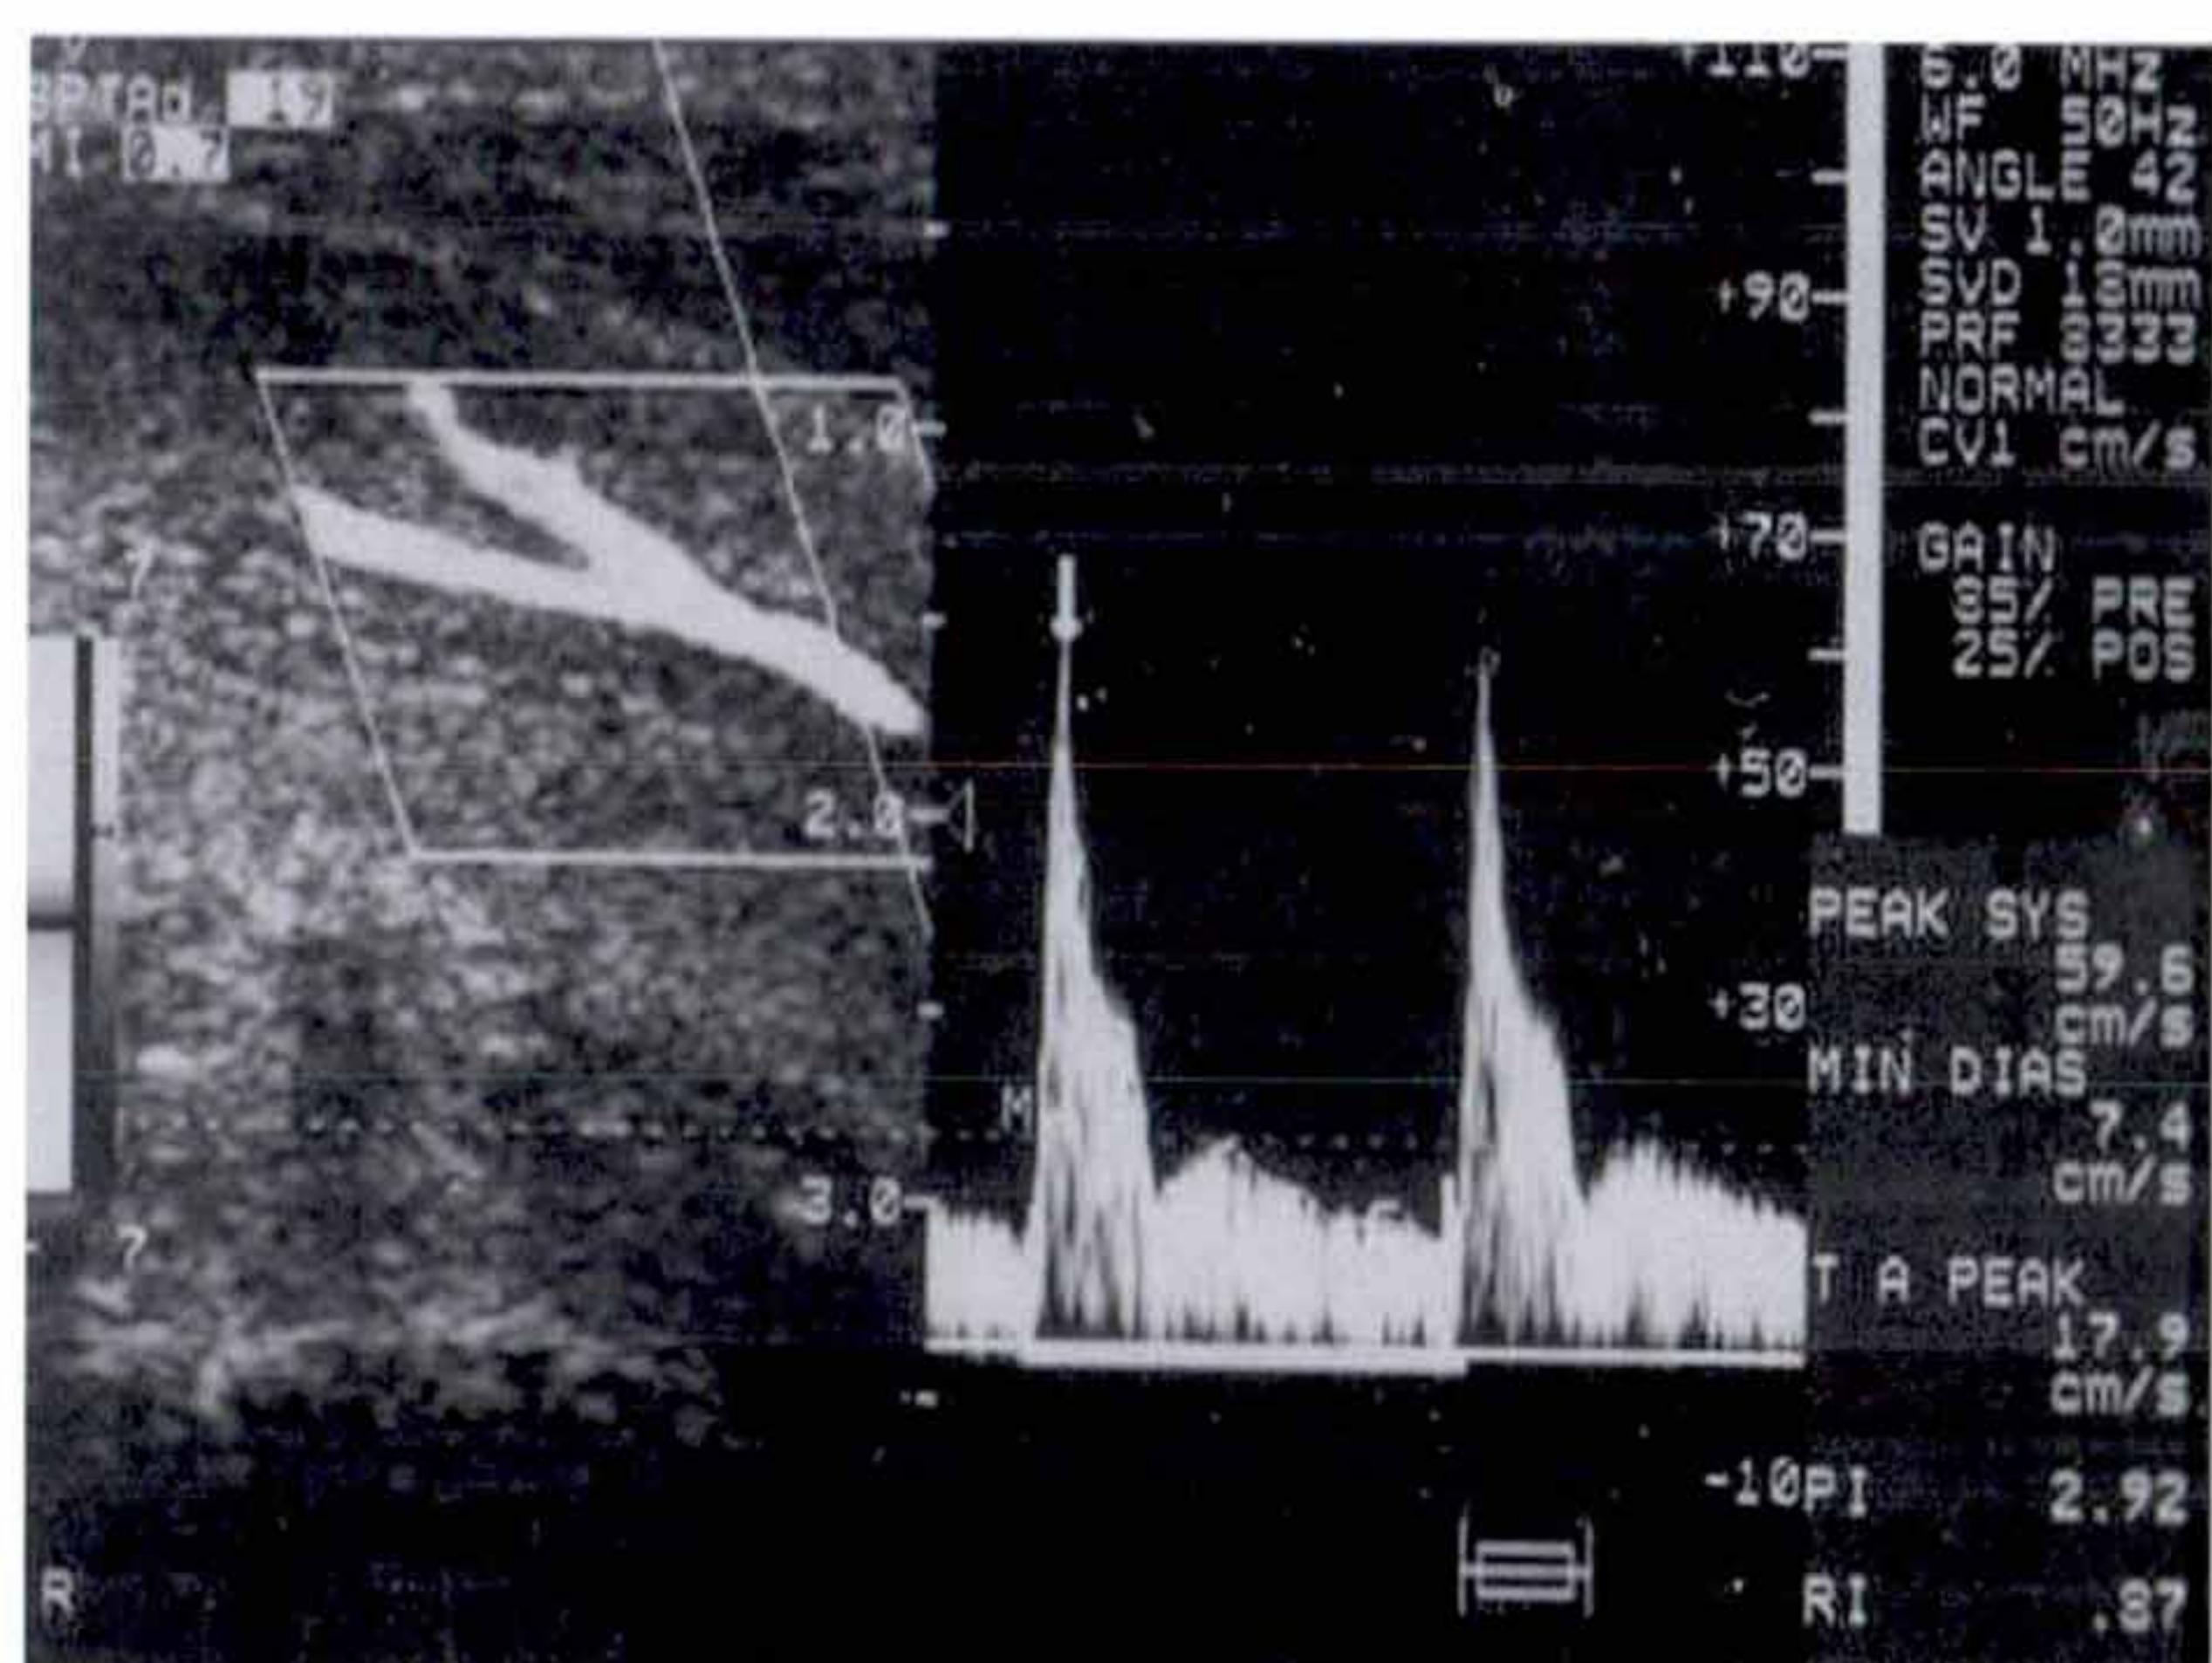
Color doppler ultrasonographic findings of venogenic(cavernous) erectile dysfunction. PSV: 59.6cm/sec, EDV: 7.5cm/sec (PSV: peak systolic velocity, EDV: end diastolic velocity).
